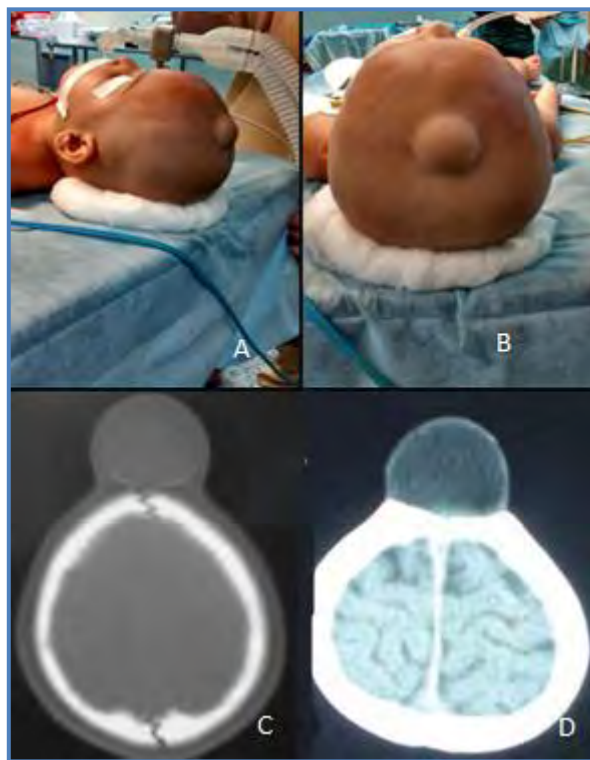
Presentación clásica del Quiste dermoide. A,B. Tumoración blanda, redondeada, sésil, sobre región fontanelar anterior, no dolorosa. C,D. Tomografía de cráneo en ventana ósea y ventana cerebral, con imagen de aspecto hipodenso, probablemente quística, impresiona encapsulada por su doble contorno, puede generar remodelamiento óseo.
